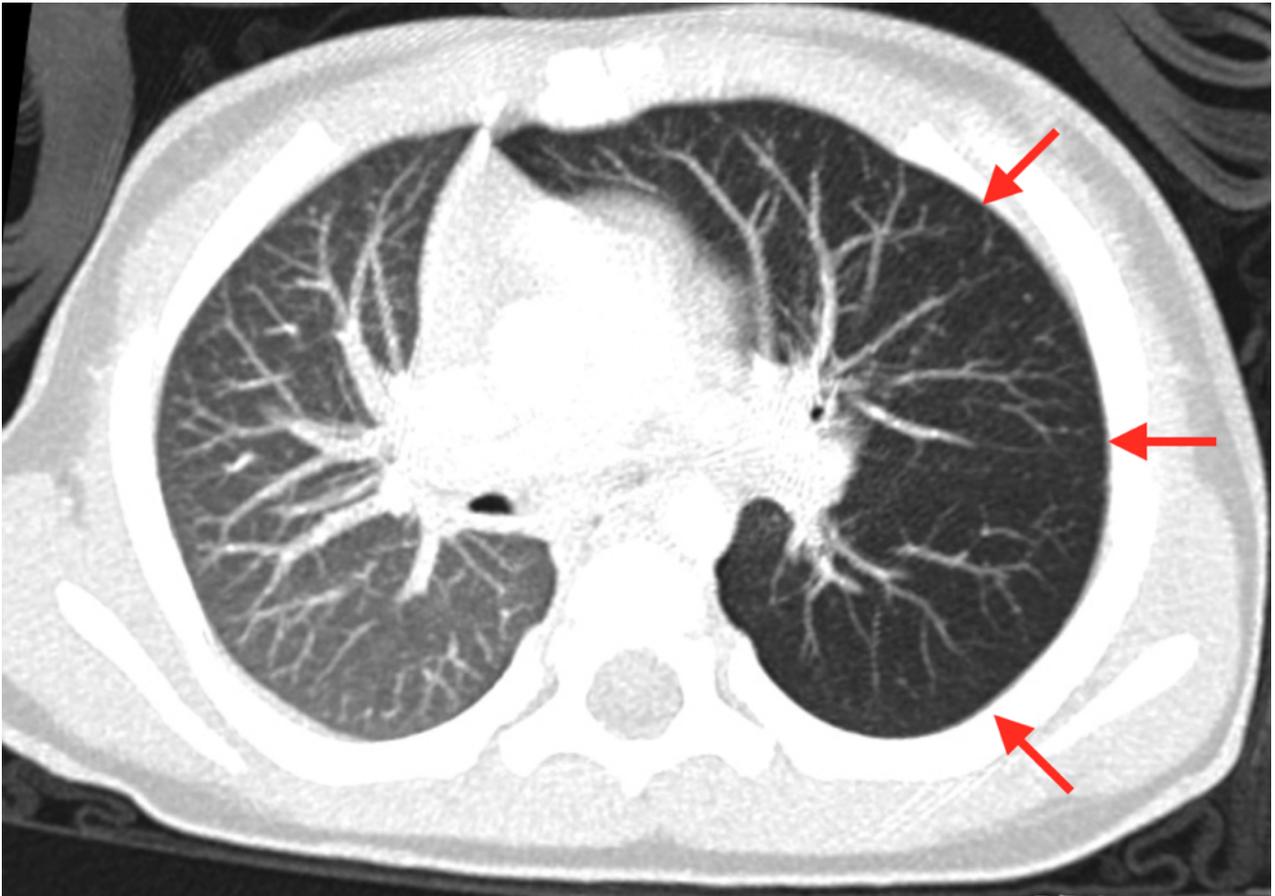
Imagerie de Scanner Thoracique. Signe indirect de corps étranger bronchique gauche : emphysème du lobe pulmonaire sous forme d'une hyperclarté. Le CE n'est pas visualisé sur le TDM.
